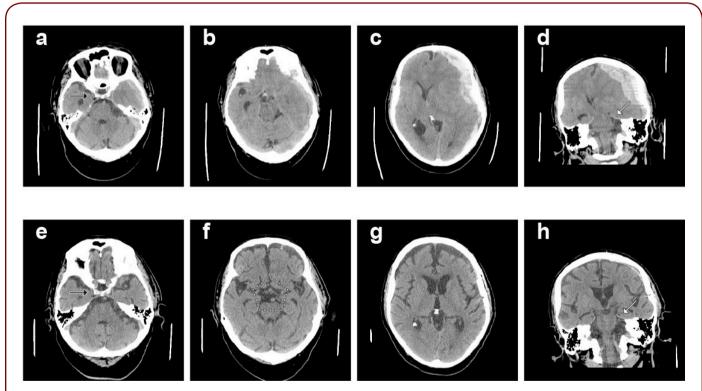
Tomografía computarizada sin contraste. Paciente de 77 años que ingresa con una colección extraxial de la convexidad izquierda, con los caracteres de un hematoma subdural crónico reagudizado (panel superior). Este hallazgo se asocia con gran efecto de masa, que determina borramiento de los surcos de la convexidad izquierda, compresión de asta anterior del ventrículo lateral derecho y de todo el ventrículo lateral izquierdo, con desplazamiento significativo de estructuras de línea media hacia contralateral de aproximadamente 13 mm. Se identifica claramente herniación subfalcina y uncal izquierda.
